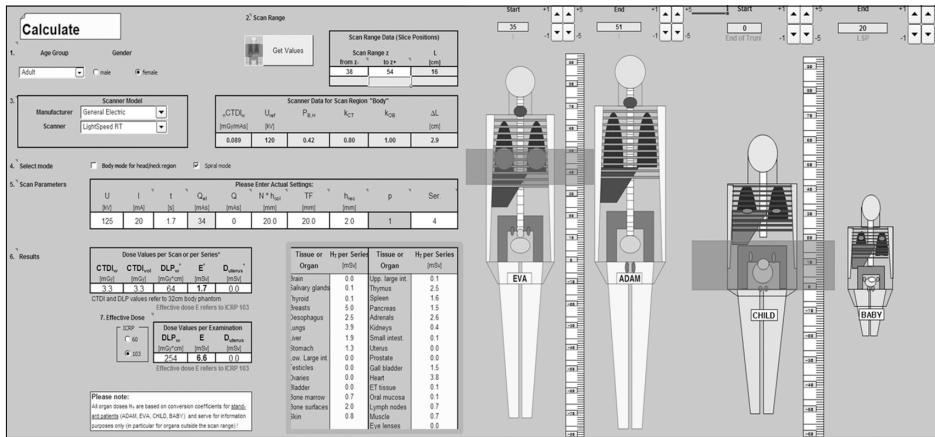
Screen shot of CT-Expo.
